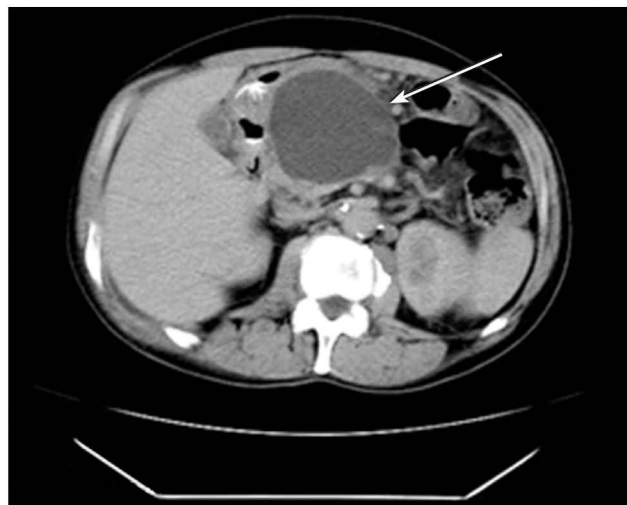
КТ. Постнекротична псевдокіста підшлункової залози (стрілка)
